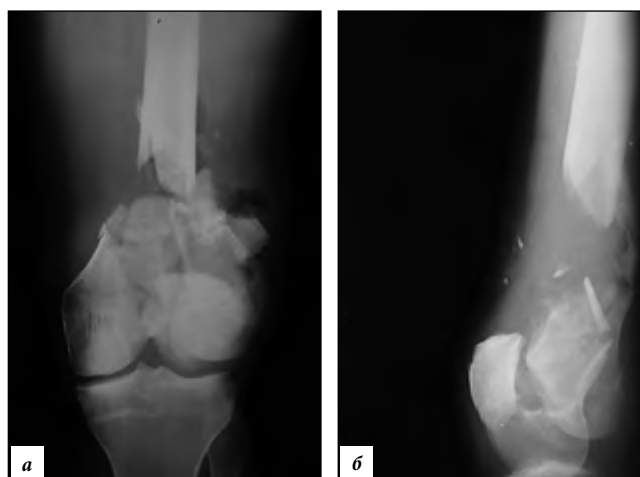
Рентгенограммы многооскольчатого перелома дистального отдела бедренной кости в прямой (а) и боковой (б) проекциях. Перелом 33. Тип С 3.3 Дефект диафиза бедра 5 см.
